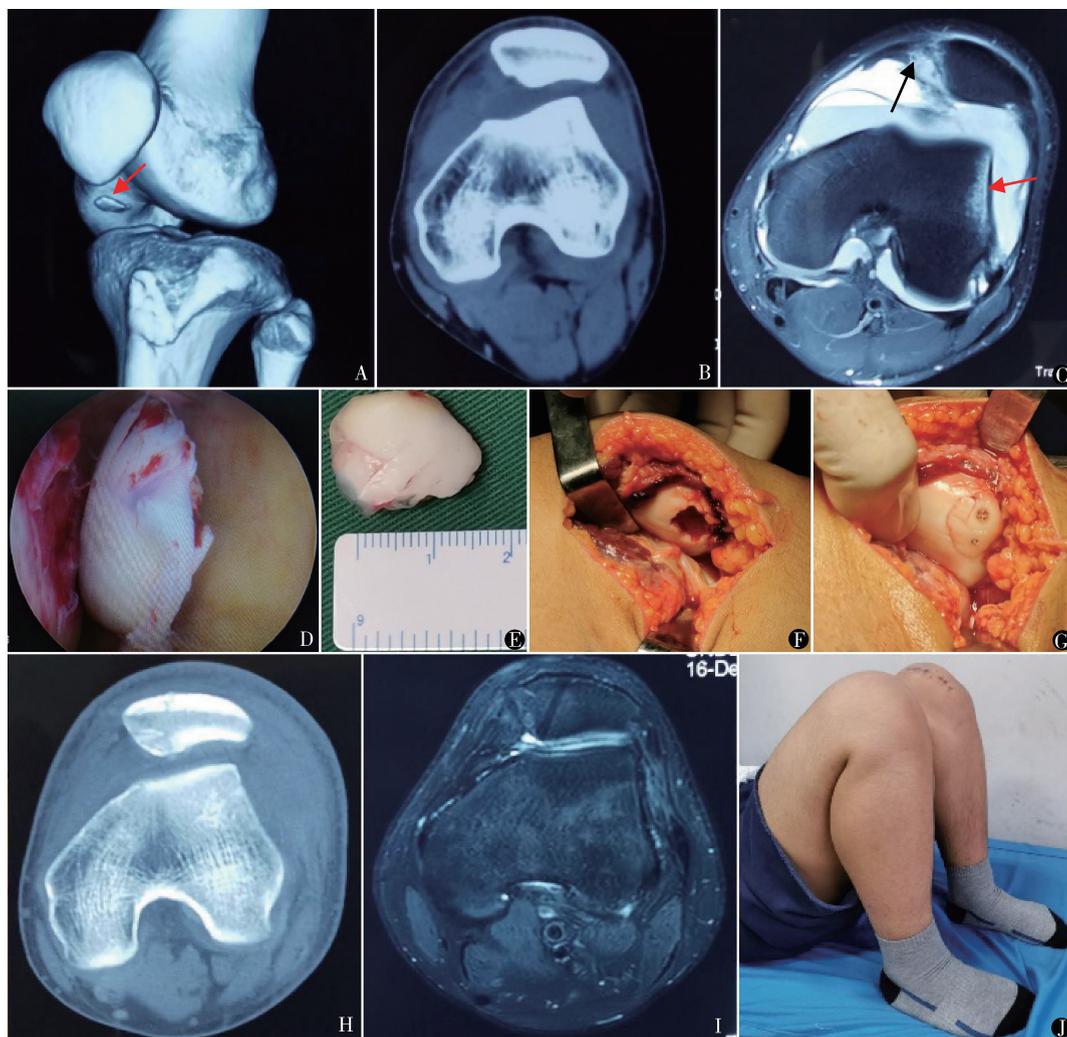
髌骨脱位伴髌骨骨软骨骨折:男,16 岁,运动损伤(踢足球)3 天入院,术前膝三维 CT(A)可见髌骨下方游离骨折片(红色箭头),CT 轴位(B)见髌骨半脱位,MRI 轴位(C)提示髌骨半脱位,股骨外髌骨挫伤(红色箭头),内侧髌股韧带损伤(黑色箭头),关节镜下(D)可见关节腔内的游离骨折片,取出骨软骨块(长 17 mm,宽 12 mm)(E),切开显露髌骨软骨面骨折处(F),用可吸收固定棒固定骨折块(G),锚钉修复韧带。术后 1 个月 CT 平扫(H)可见髌骨骨软骨骨折处已有骨痂形成,术后 1 年 MRI 轴位(I)可见髌骨骨软骨骨折愈合良好,内侧髌股韧带连续性完好。术后 1 年膝关节活动度(J),患膝屈伸角度与健侧相同, Lysholm 评分 93 分, IKDC 评分 86 分
